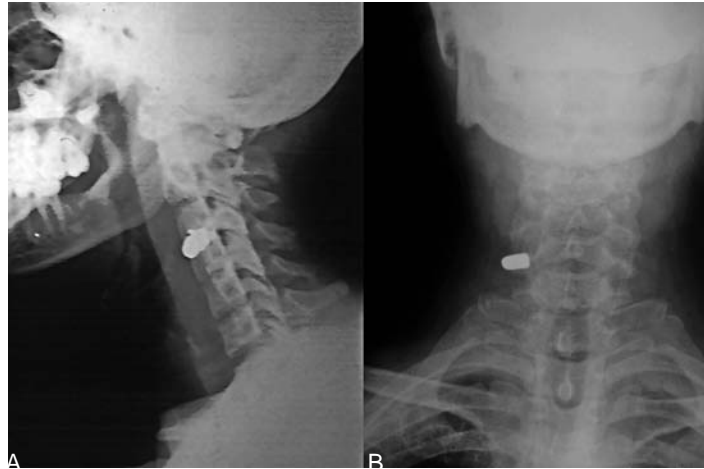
Radiografía simple, lateral y anteroposterior del cuello, que muestra un proyectil localizado en la zona II sin aparente lesión ósea.
